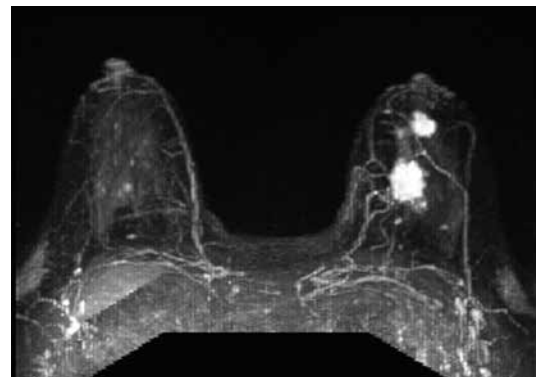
RM, reconstrucción axial tridimensional (3D) MIP secuencia potenciada en T1 con saturación grasa y con medio de contraste endovenoso. Masa con realce nodular, espiculada con realce homogéneo con el medio de contraste asociado a foco satélite hacia la región anterior, de las mismas características, pero de menor tamaño, localizadas en la mama izquierda.
